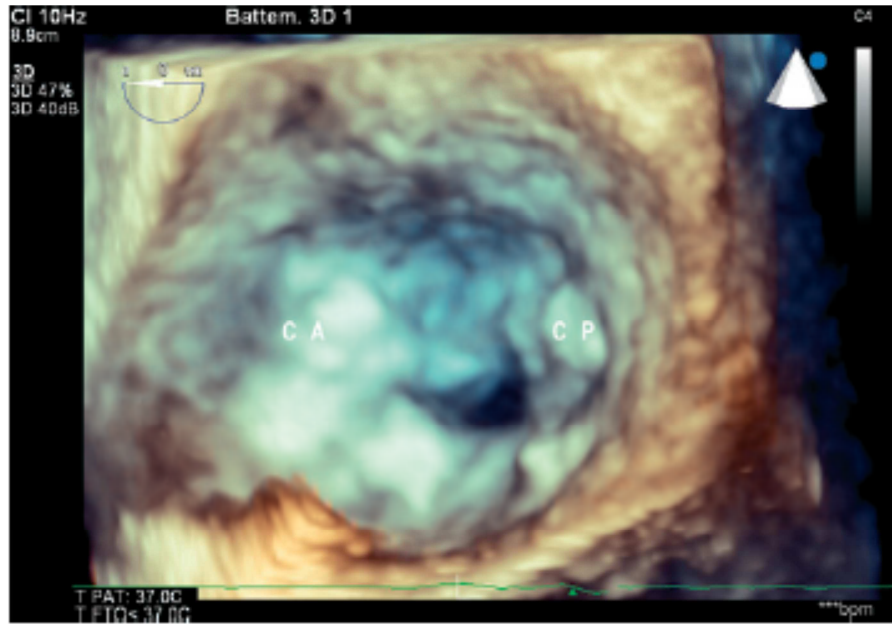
Échographie transoesophagienne en trois dimensions (vue chirurgicale) de la valve mitrale. Ouverture en entonnoir, fusion des deux commissures antérieure et postérieure.
